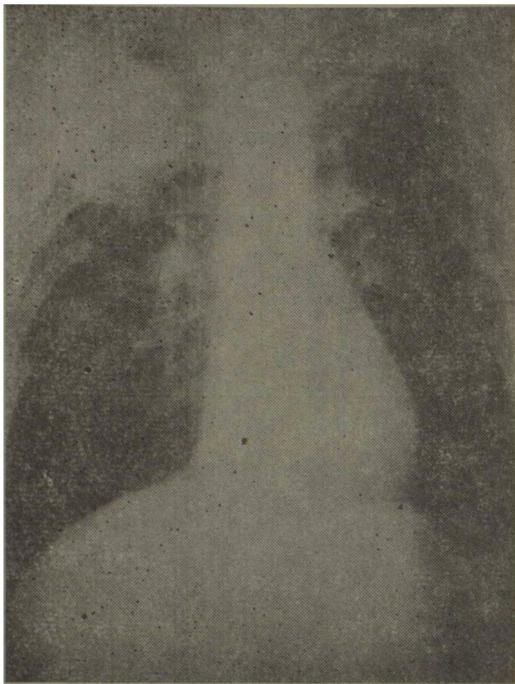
Radiografía de un paciente con un carcinoma broncogénico del lóbulo superior derecho.
